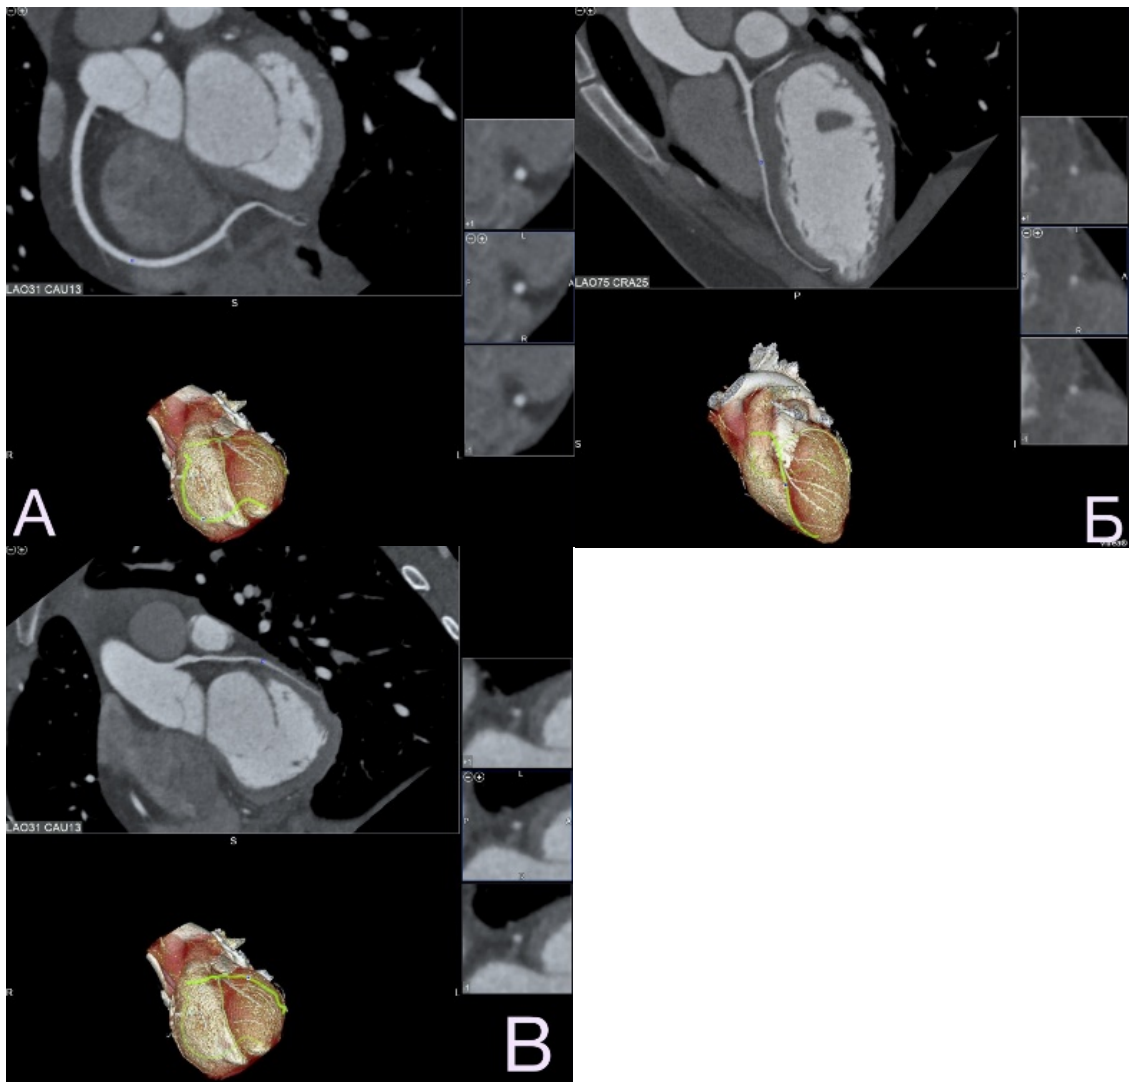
МСКТ-коронарограммы венечных артерий пациентки 3., 42 л. Категория CAD-RADS 0 – стенозов и бляшек нет. Правая коронарная артерия (А), передняя межжелудочковая артерия (Б), огибающая артерия (В).
